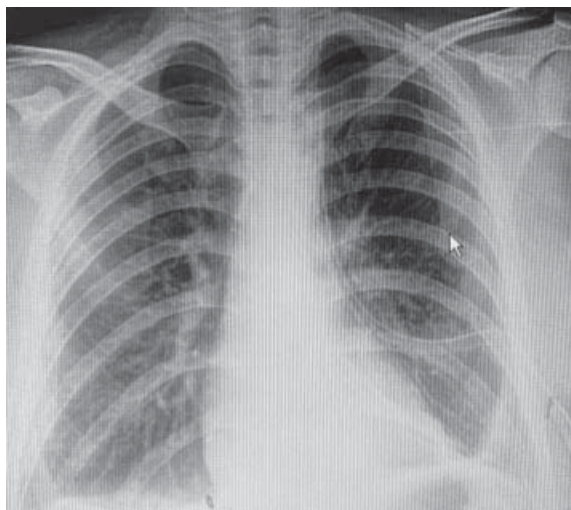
Рентгенографія ОГП від 1.09.21
